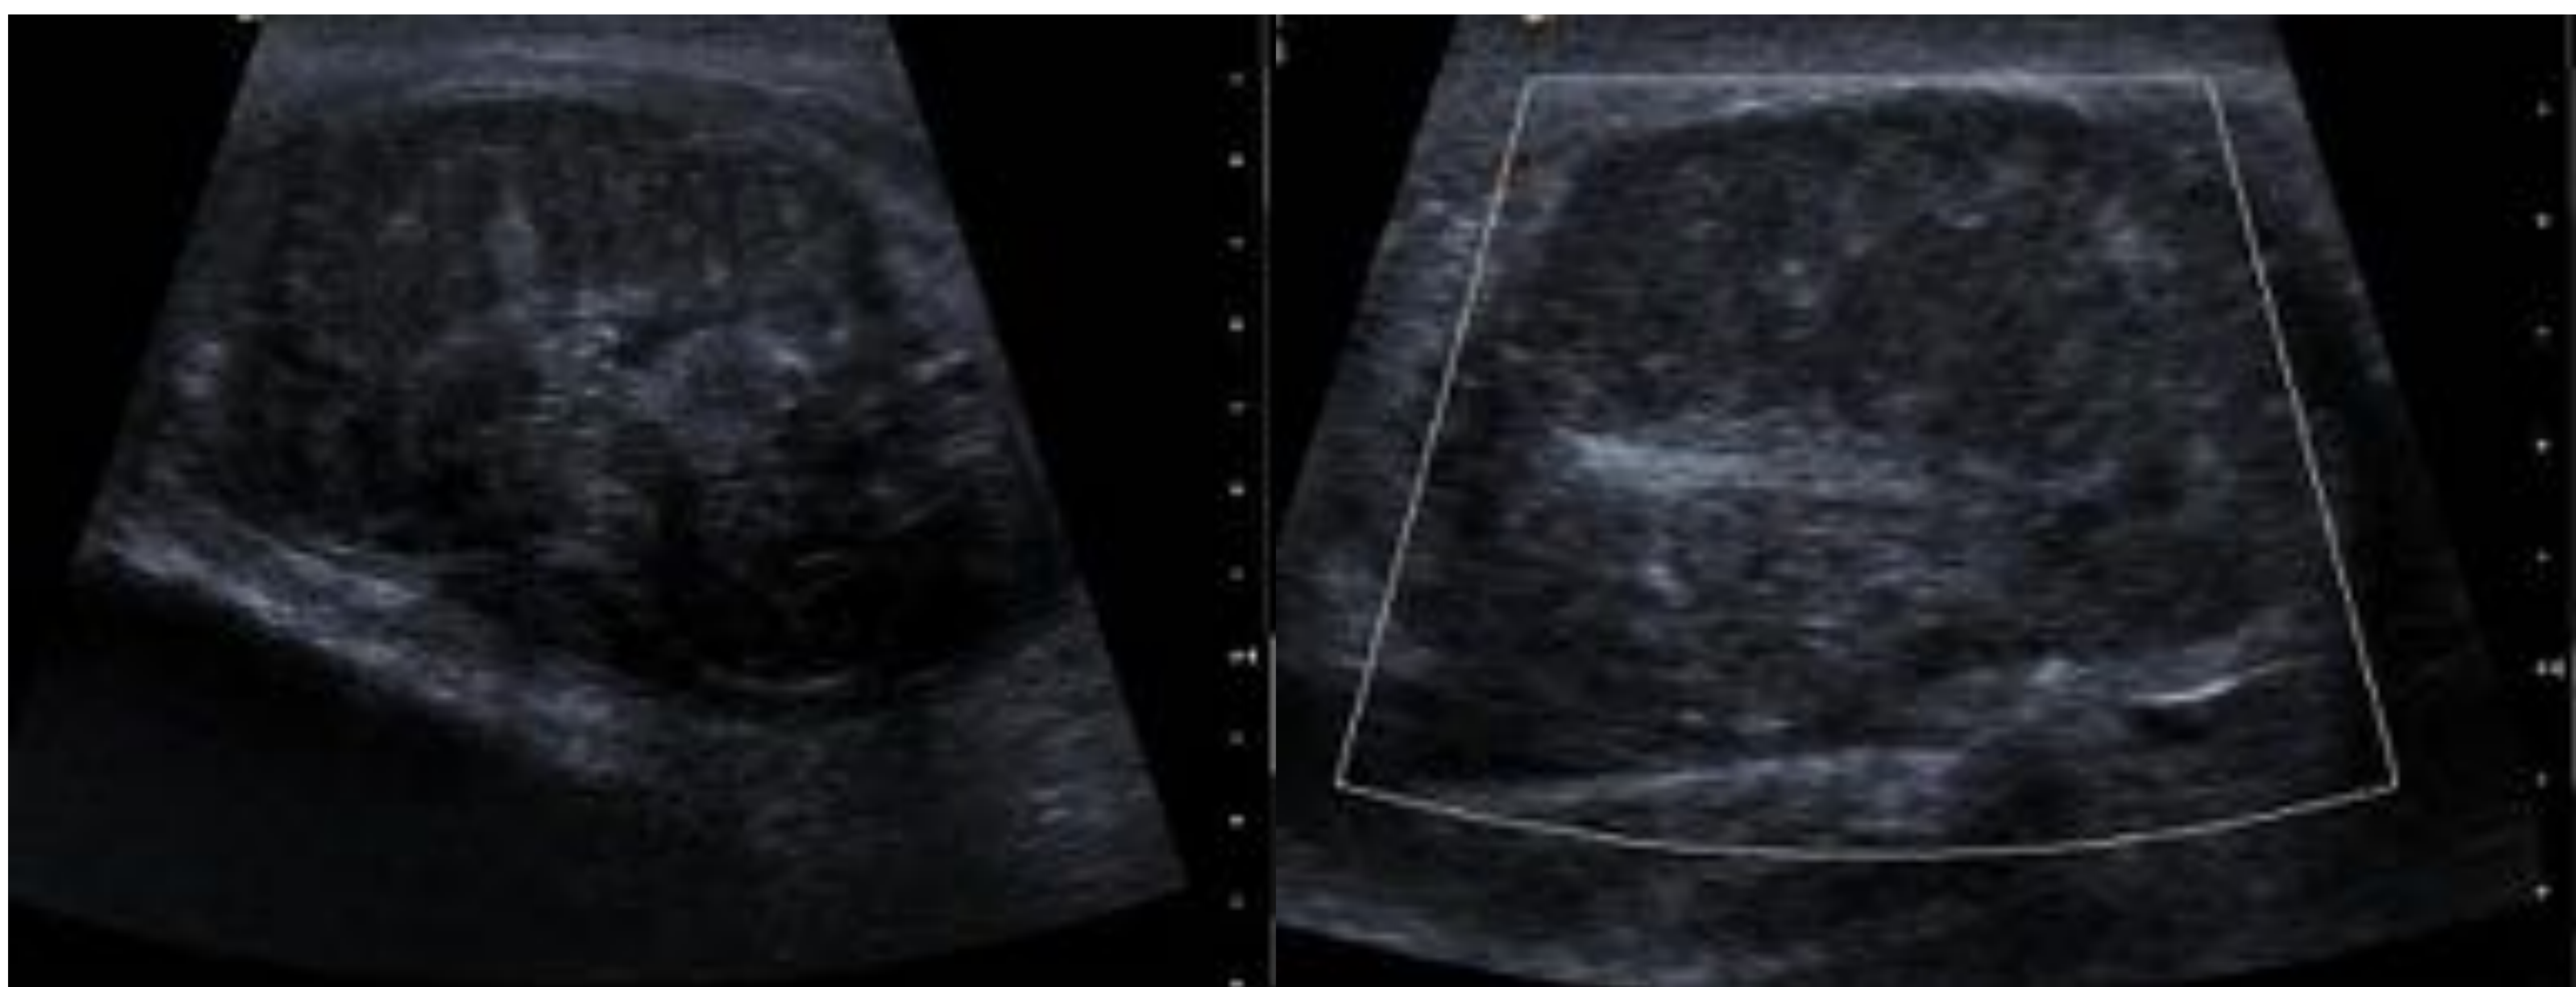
Dolor testicular de 20 horas de evolución. Hipoeogenicidad difusa del parénquima testicular con pequeñas zonas hiperecogénas y ausencia de flujo testicular demostrable mediante Doppler: TORSIÓN TESTICULAR CON INFARTO PARENQUIMATOSO ESTABLECIDO Y HEMORRAGIA
